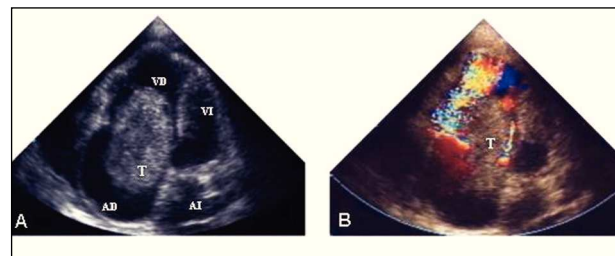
A: ecocardiograma transtorácico. Proyección apical de 4 cámaras. Se observa una masa tumoral ovoidea (T) intracavitaria en la aurícula derecha (AD) con penetración al ventrículo derecho (VD). Presenta una zona central de menor ecogenicidad compatible con un área de necrosis. B: en el Doppler color se observa un flujo turbulento de obstrucción del tracto de entrada del VD. AI: aurícula izquierda; VI: ventrículo izquierdo.
